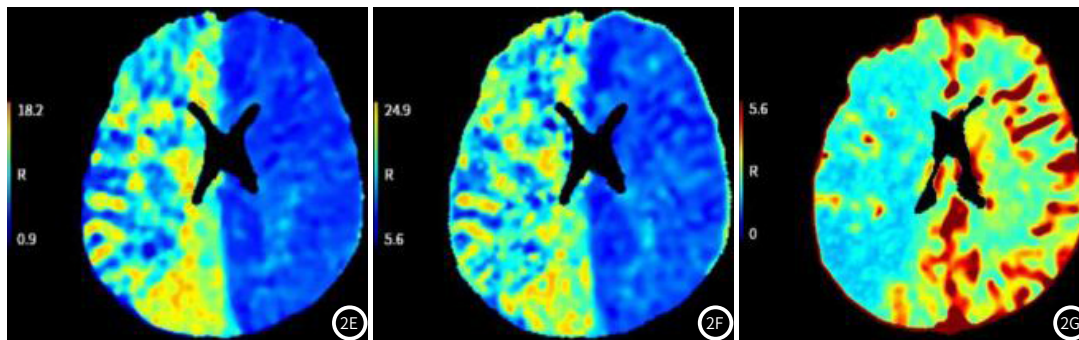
右侧额颞叶及基底核脑梗死。患者女性，40岁，突发左侧肢体活动不能40min，颅脑CT提示右侧额颞叶及基底核脑梗死。2A~2B：头颅CTA，右侧颈内动脉闭塞，大脑中动脉次全闭塞；2C：头颅CTP，右侧额颞叶及基底核Tmax延长；2D：头颅CTP，右侧额颞枕叶及基底核CBF降低；2E：头颅CTP，右侧额颞枕叶及基底核MTT延长；2F：头颅CTP，右侧额颞枕叶及基底核TTP延长；2G：头颅CTP，右侧额颞枕叶及基底核CBV降低。
